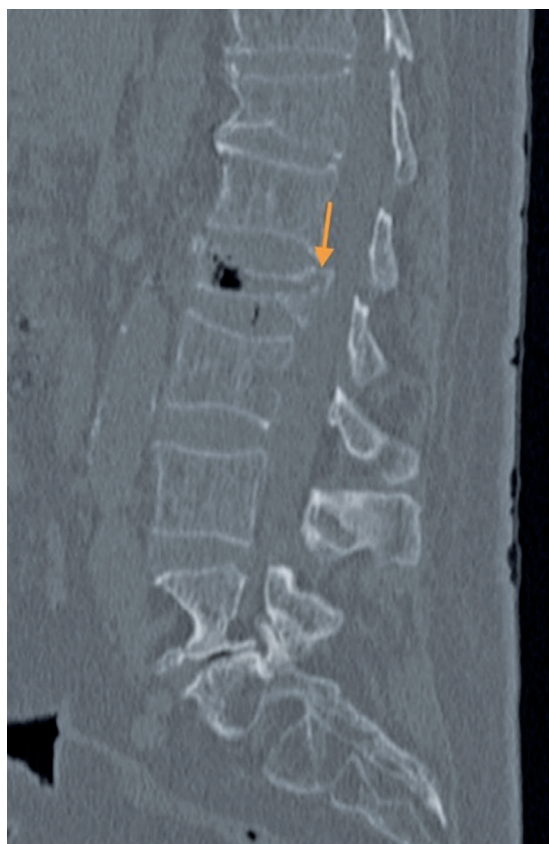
TC de coluna lombo-sacra janela de tecidos moles. A figura 3 apresenta fratura por insuficiência do corpo vertebral de L2 com retropulsão do muro posterior, identificada pela seta amarela.
